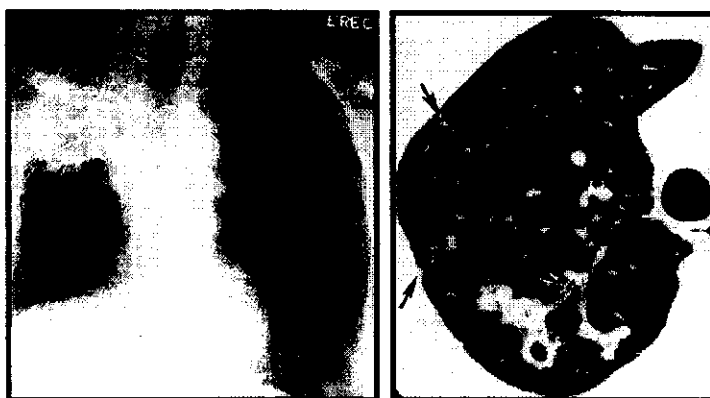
Infecciones por micobacterias atípicas en pacientes distintos, ambos con inmunocompromiso no asociado con HIV. (izquierda) nótese el involucro del segmento apical y anterior del lóbulo superior derecho, con ocupación del espacio aéreo, acompañado de extensa reacción pleural que condiciona retracción de las estructuras adyacentes. (derecha) corte de tomografía computada que demuestra la cavitación temprana, de paredes delgadas, con relativamente poco infiltrado periférico adyacente a la cavidad
